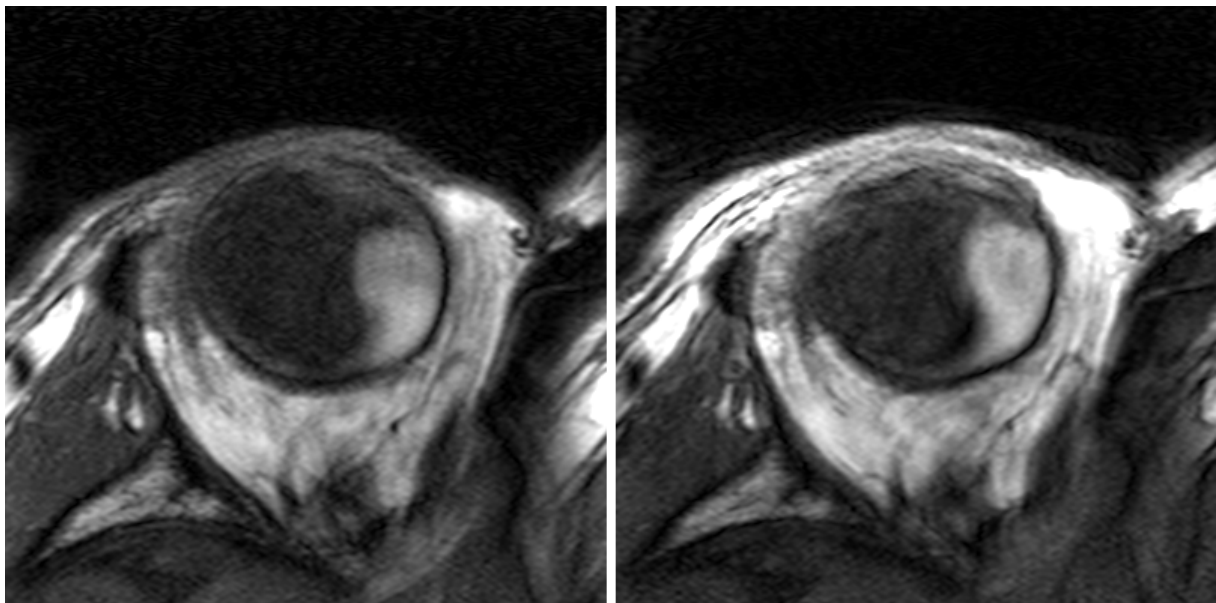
Vergleich von MRT-Aufnahmen mit Oberflächenspulen unterschiedlichen Durchmessers, links geringeres Signal-Rausch-Verhältnis mit der 8-cm-Spule, rechts 5-cm-Spule
